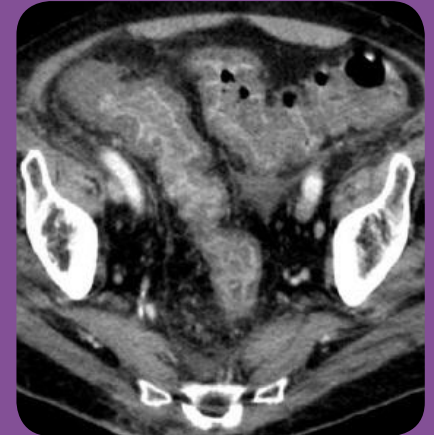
Schweren Pankolitis (CT) bei Clostridium difficile-Infektion eines 75-Jährigen mit Nachweis eines "Akkordeonzeichen" (luminales Kontrastmittel zwischen den verdickten Haustren). Befall sämtlicher Kolonabschnitte mit Wandverdickung des Kolons.
